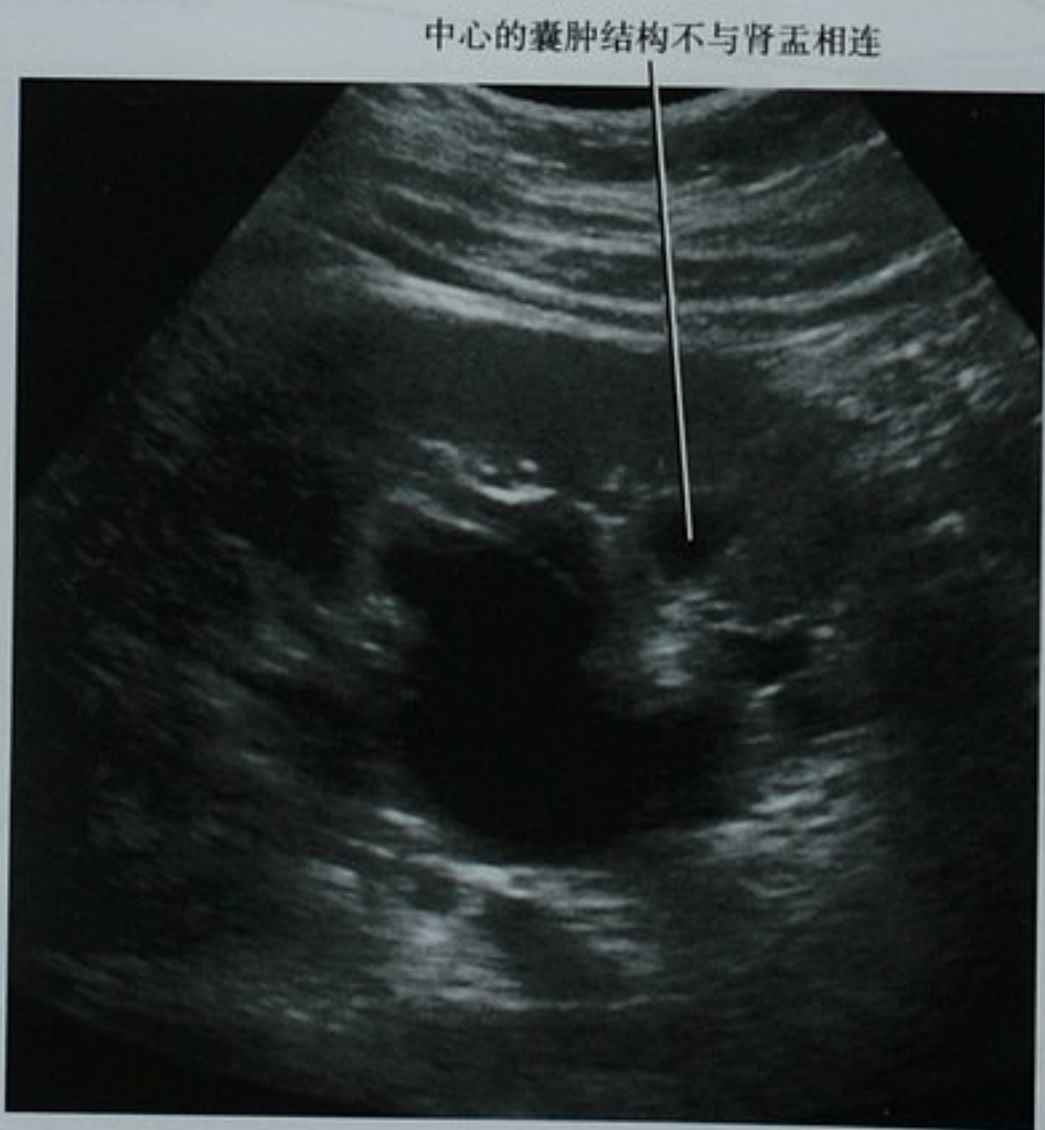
超声鉴别肾窦囊肿和肾积水。随后,CT 延迟期图像证实了肾窦囊肿的诊断
